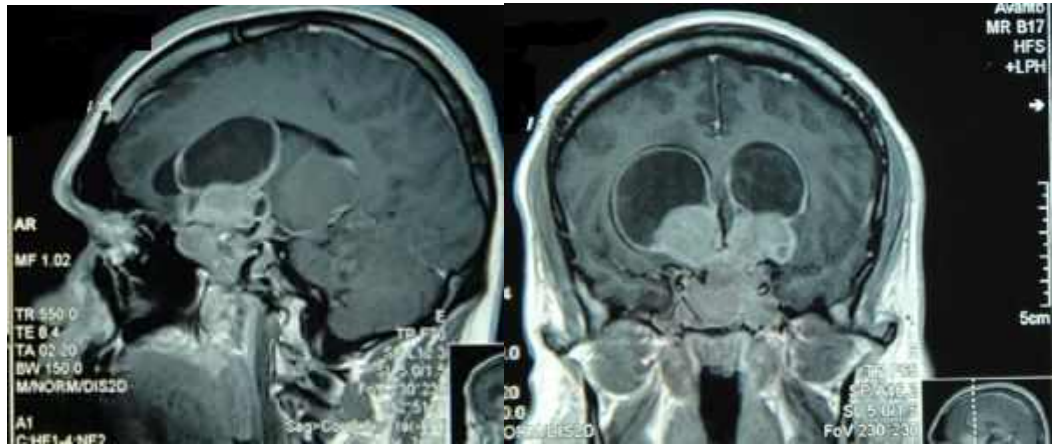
Спостереження №31. Хворий В-ес, (історія хвороби №2719/2). Доопераційна МРТ у хворого оперованого трансвентрикулярним підходом.
